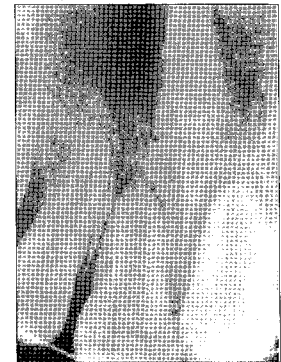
Radiograph after splinting.
